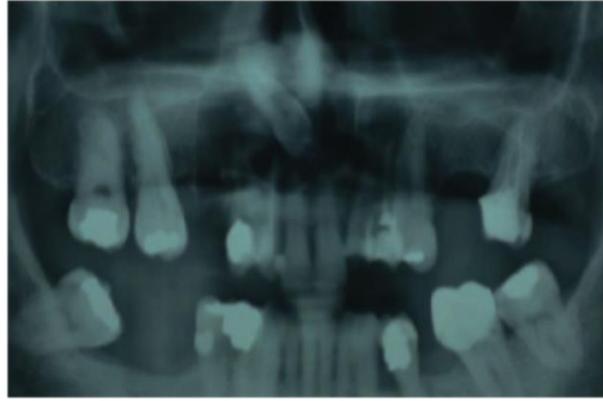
la radiographie panoramique préopératoire, montrant une image péricoronaire entourant la couronne de la 13. (43)
